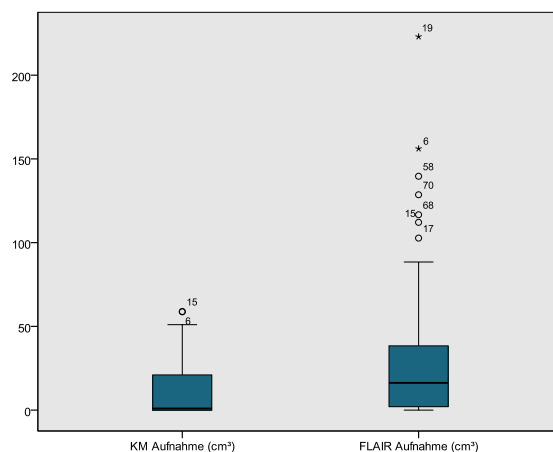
Testung t<sub>0</sub>: Tumorumfänge in KM und FLAIR Sequenz
